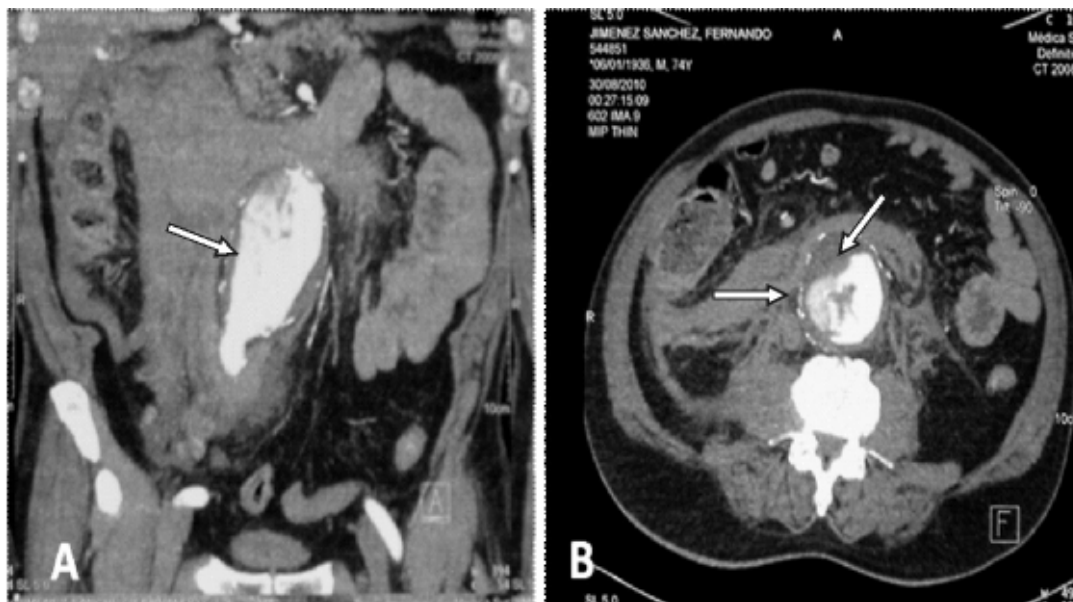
Imagen de tomografía axial computarizada. A. Gran aneurisma desecado de aorta abdominal infrarrenal (flecha). B. Aneurisma de aorta abdominal disecado y con hematoma retroperitoneal (flecha).
